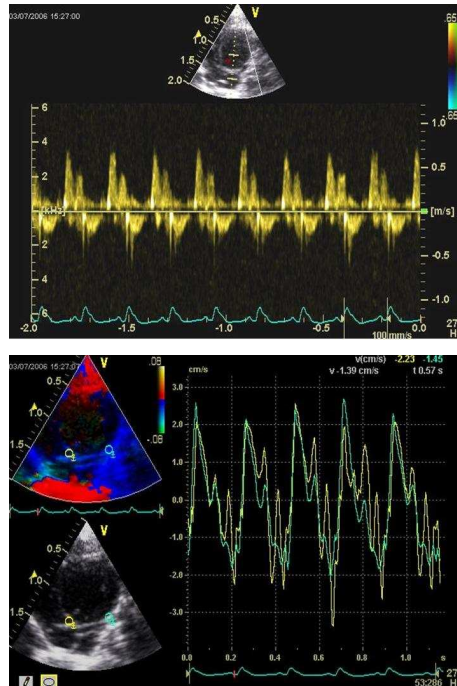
Pw Doppler des transmitralen Flow von apical und Gewebe Doppler mit Kalkulation der systolischen und diastolischen Beschleunigung des Basalsegments
